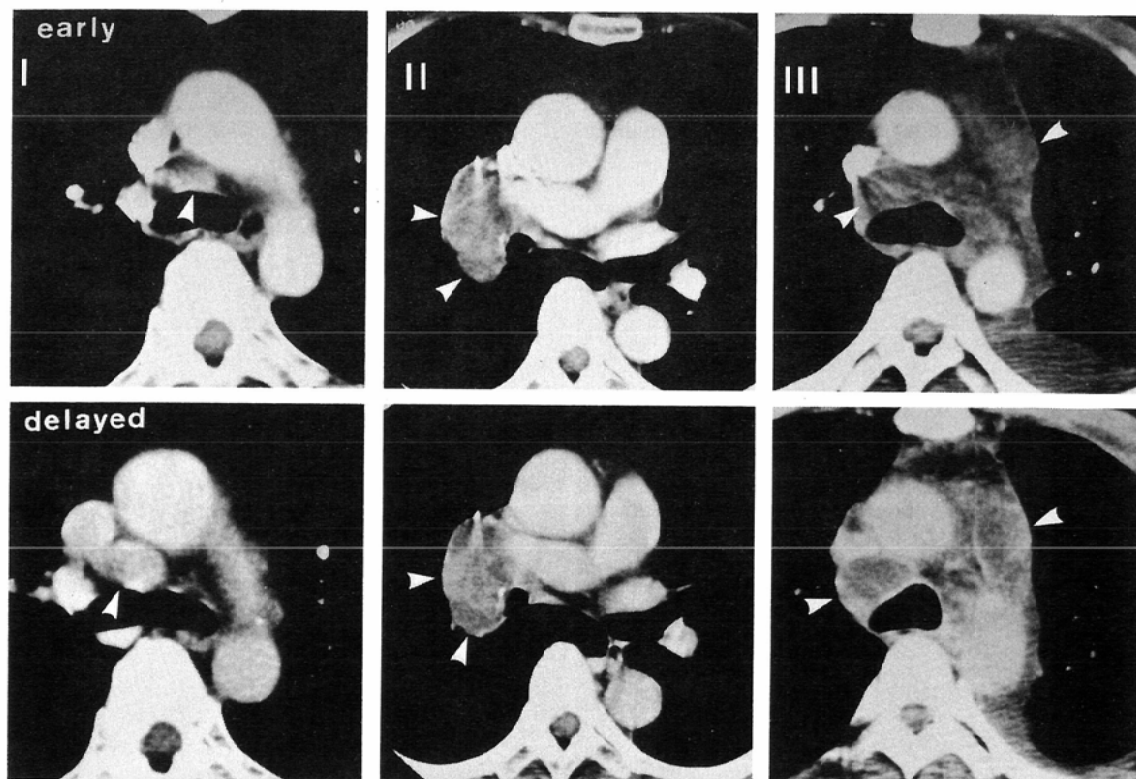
The pattern of metastatic lymphnode enhancement in slow injection CE-CT
